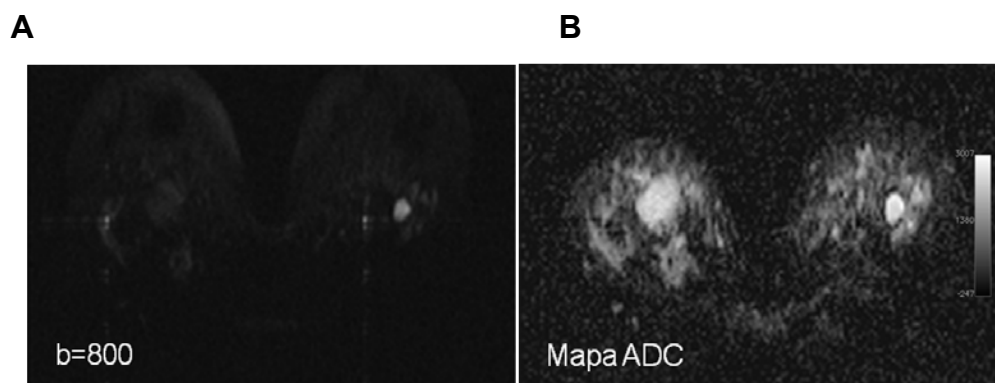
Nódulo regular na mama esquerda com alto sinal na sequência *Diffusion weighted imaging* -DWI (A) e na sequência com mapa ADC (B) permanece com alto sinal demonstrando que não há restrição da mobilidade das moléculas de água na lesão.
